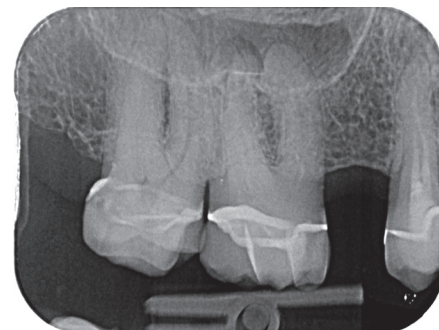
На предоперационной рентгенограмме видны признаки апикального периодонтита и облитерации корневых каналов зуба 16
